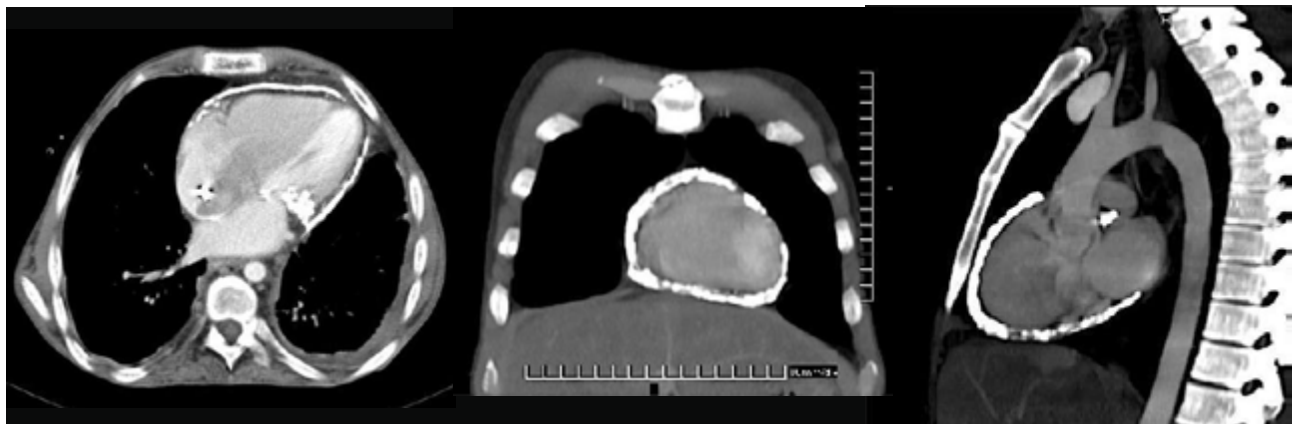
Figura 19bis. Pericardite costrittiva. TAC del torace, nelle proiezioni trasversa, coronale e sagittale. Calcificazioni pericardiche.
